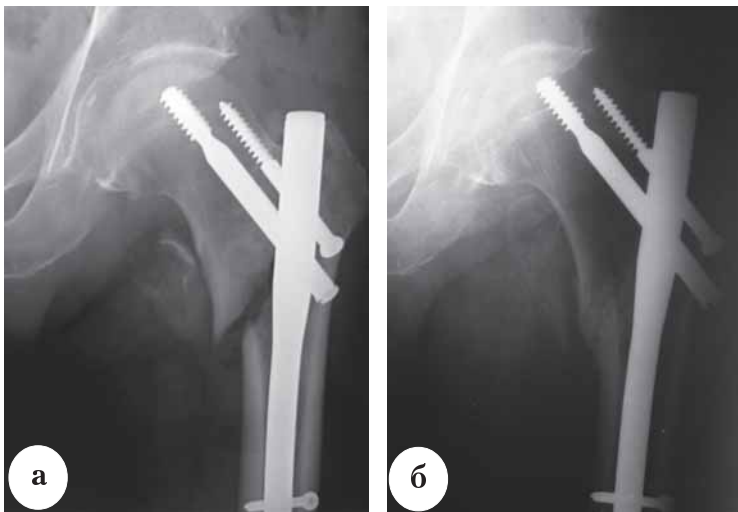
Рентгенограммы больного К., 75 лет, с чрезвертельным оскольчатым переломом типа А2.3: а – непосредственно после операции; б – через 6 месяцев после операции, отмечается консолидация перелома
